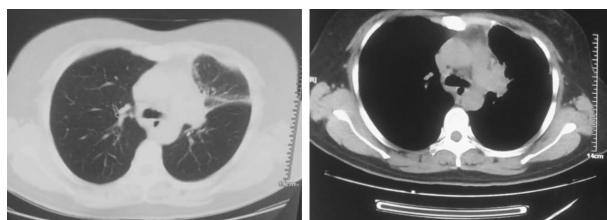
2018 年 1 月 29 日胸部 CT 示左肺上叶膨胀不全
